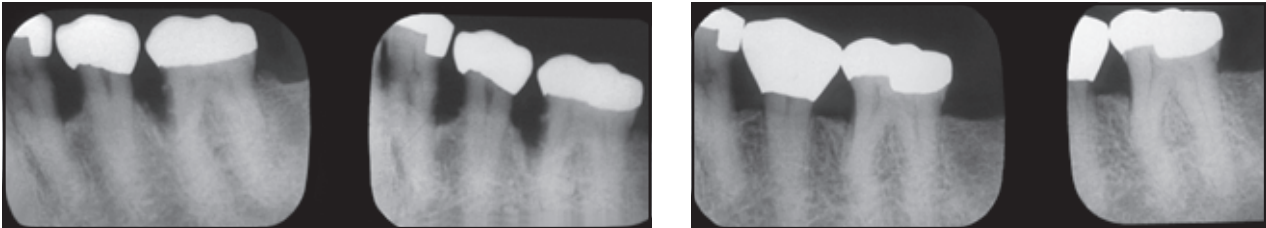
und 3d (links) Prä- und (rechts) postoperative periapikale Röntgenaufnahme des unteren linken posterioren Sextanten.
